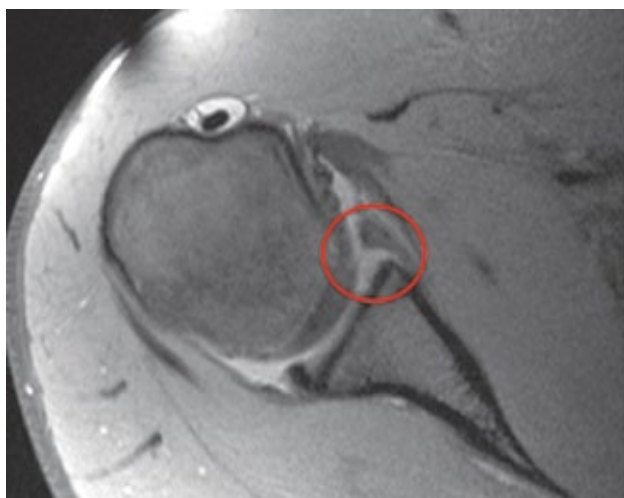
Cortes axiales de resonancia magnética donde se observa un desprendimiento del labrum glenoideo en su porción anterior (círculo).
